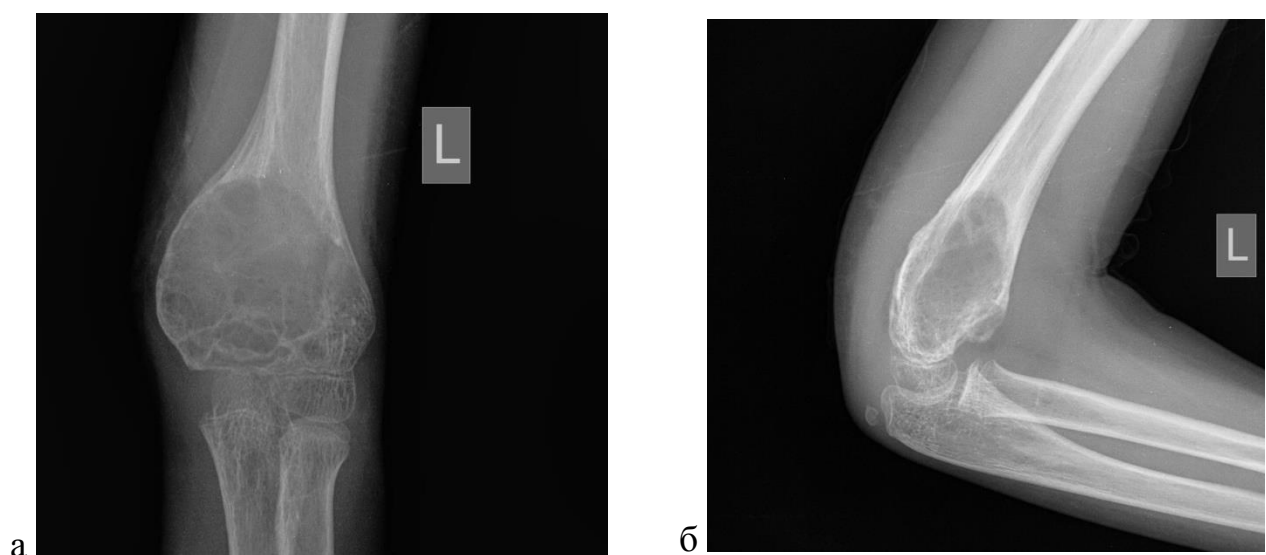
Рентгенография левого локтевого сустава в прямой (а) и боковой (б) проекциях. Аневризмальная киста нижней трети плечевой кости
